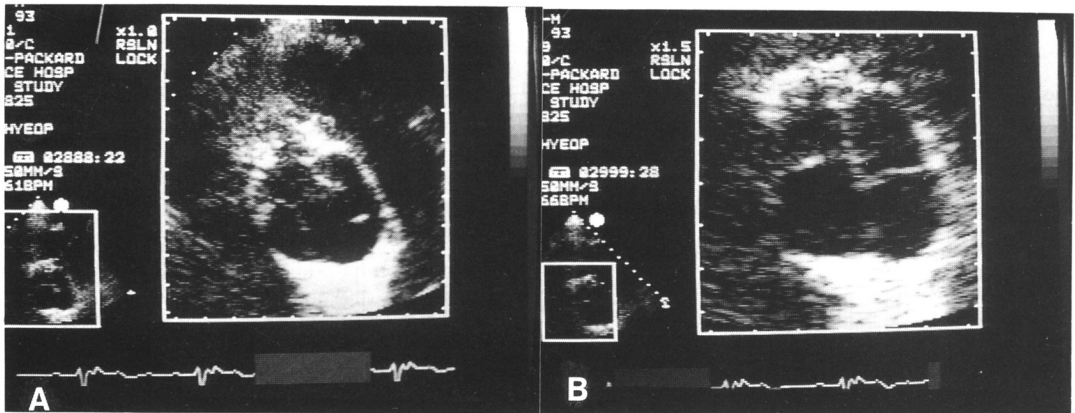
A : Parasternal short axis view of case #2 patient at systole.
